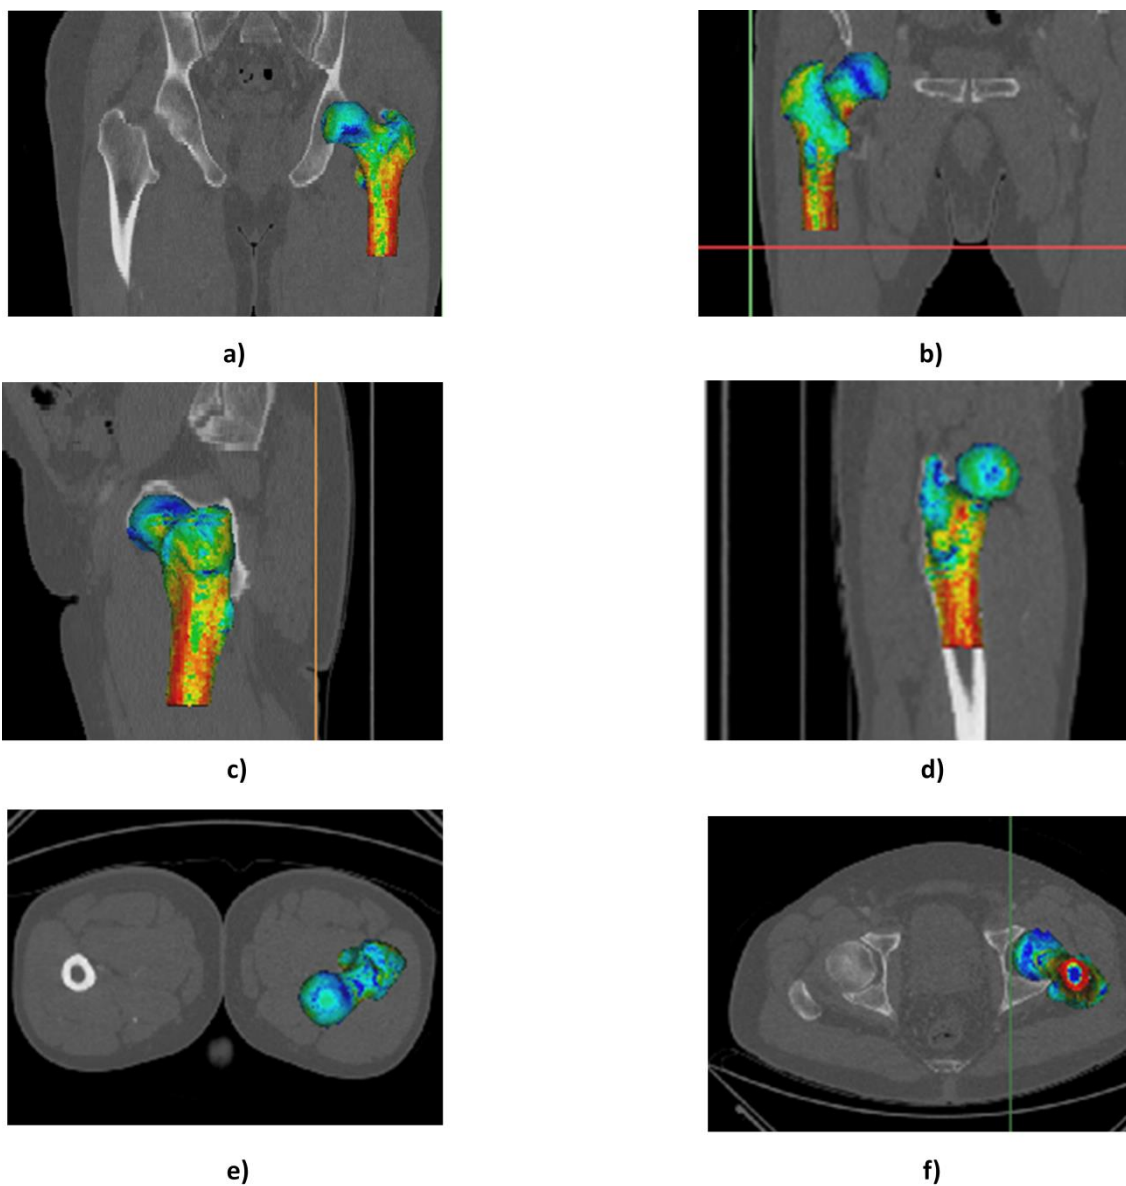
Vistas del resultado final de reconstrucción del fémur mediante TAC en el software Mimics: (a) vista anterior; (b) vista posterior (c); vista lateral izquierda; (d) vista lateral derecha; (e) vista superior y (f) vista inferior.
